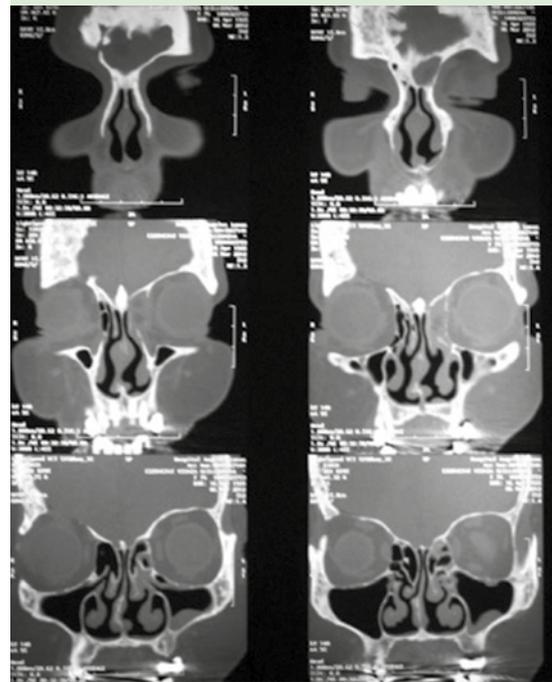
Tomografía computada preoperatoria (cortes coronales).
